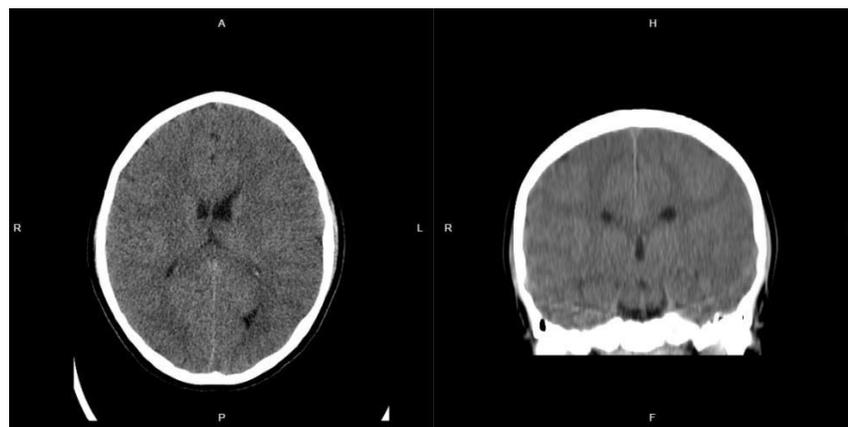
Tomografía computarizada de en corte transversal y coronal respectivamente. Asimetría ventricular izquierda. Sin demás lesiones ocupantes de espacio y sin alteraciones en la calota.
